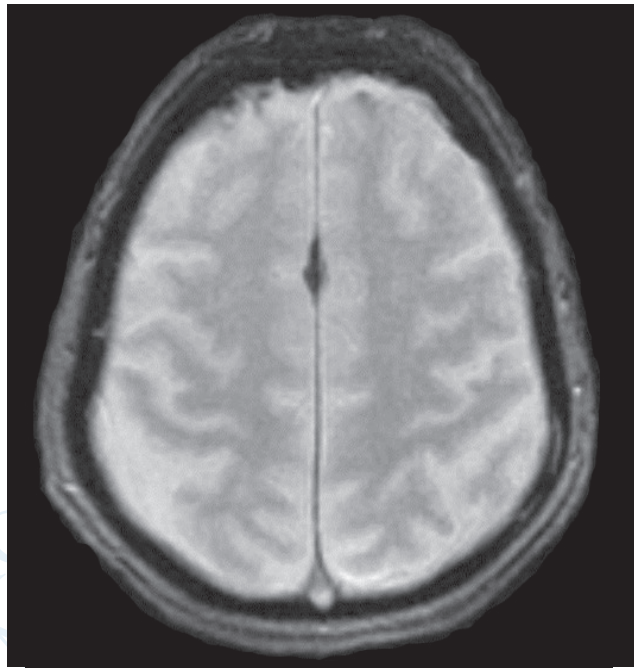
A sequência T2* em corte axial na ressonância magnética cerebral exclui hemorragia intracraniana (ausência de hipossinal sulcal do hemisfério cerebral direito)
